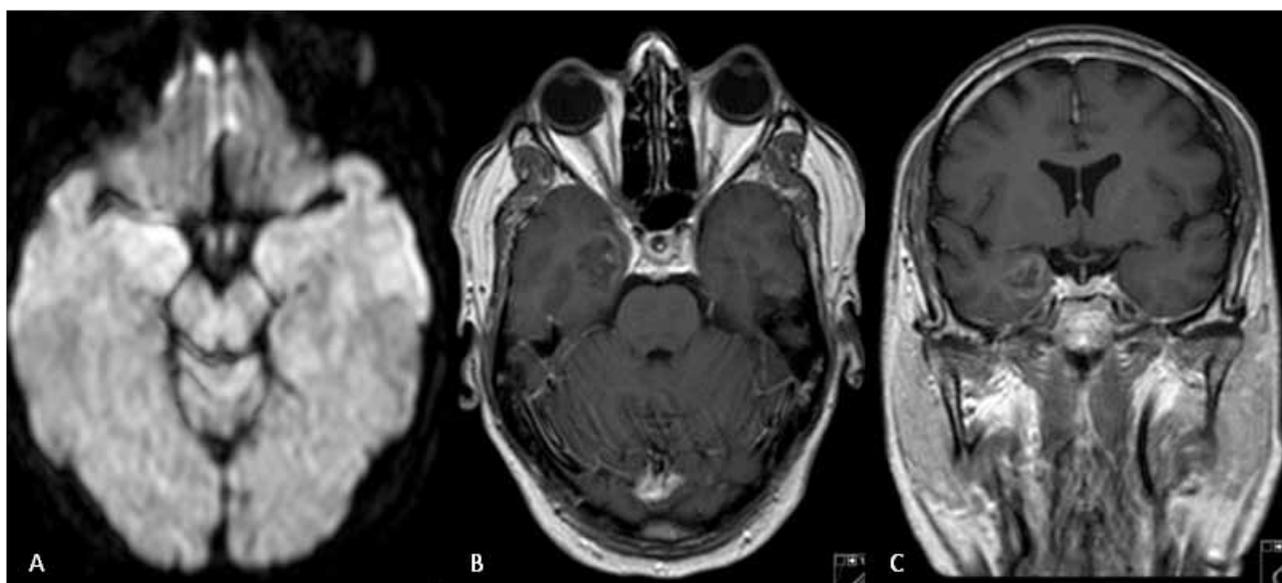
Segunda RM-CE (9 dias depois da primeira; após 7 dias de corticoterapia). A) DWI mostra restrição à difusão no uncus direito. B e C) Imagens axial e coronal ponderadas em T1 após gadolínio demonstram atenuação do realce da área lesional temporal mesial anterior direita.
